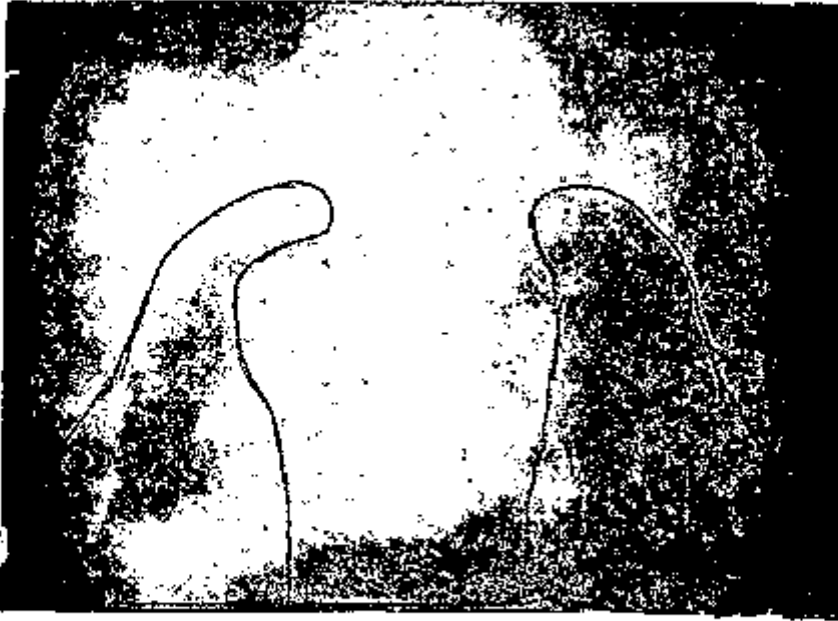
Radiografia para planejamento. A imagem do tumor no pulmão esquerdo permitiu ao radioterapeuta proteger parte do pulmão direito sem deixar de irradiar o tumor.
